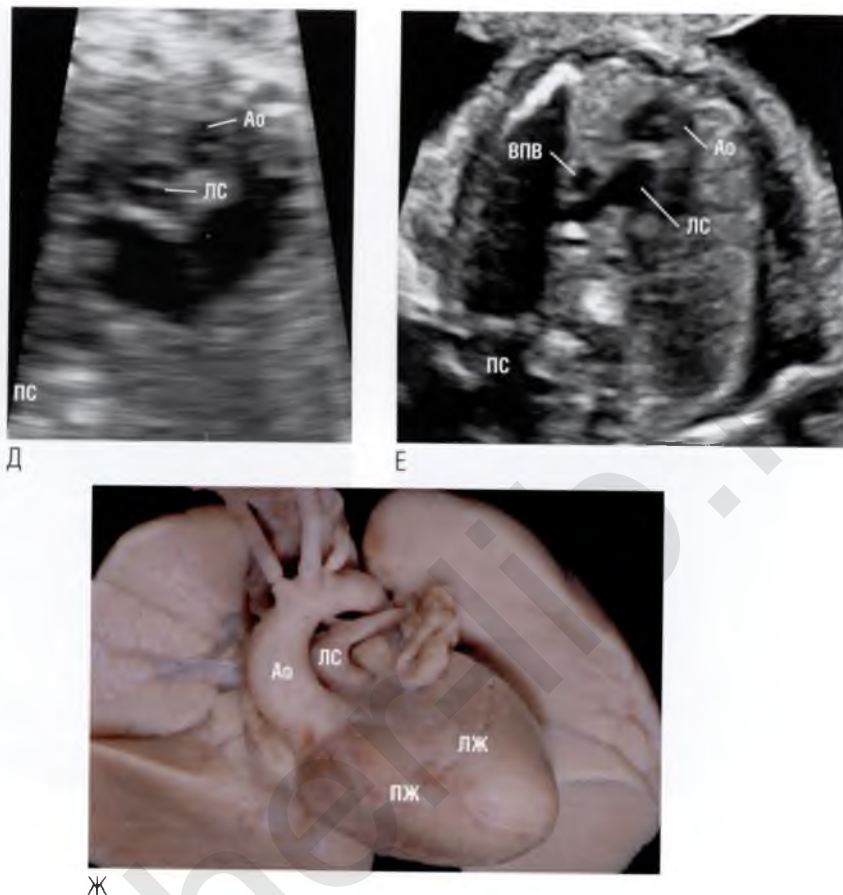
окончание (Д) Магистральные сосуды визуализируются выше четырехкамерной позиции на уровне среза через три сосуда. Однако здесь видны две структуры округлой формы. Это фиброзные кольца клапанов магистральных сосудов, расположенные в одной плоскости. Данная картина не является обычной (сравните с рис. 3.2, 3.4) по расположению аорты (магистрального сосуда, который исследователь видит первым в поперечном сечении) и легочного ствола (магистрального сосуда, который вместе с артериальным протоком визуализируется несколько выше аорты в сечении по ее длинной оси). Исследуя эти два магистральных сосуда сверху, обнаружили, что сосуд, расположенный спереди и отходящий от правого желудочка, формирует дугу, а сосуд, отходящий кзади, берет начало от левого желудочка и рано делится на ветви. Следовательно, фиброзное кольцо, которое расположено спереди, принадлежит аортальному клапану, а расположенное кзади — клапану легочной артерии. Таким образом, это транспозиция магистральных сосудов. Хорошо видны характерные для транспозиции взаимоотношения магистральных сосудов: аорта расположена спереди и справа от легочного ствола. (Е) Эхокардиограмма плода с транспозицией магистральных сосудов, но в более краниальной плоскости. Отмечается раннее ветвление магистрального сосуда, расположенного в центре грудной клетки. Следовательно, это легочный ствол. Фиброзное кольцо аортального клапана локализуется спереди от легочного ствола. Обратите внимание на отличия данного среза от среза через три сосуда в норме. (Ж) На анатомическом препарате сердца видно типичное расположение сосудов при транспозиции магистральных сосудов. Оба магистральных сосуда идут параллельно друг другу, причем аорта лежит правее, спереди и несколько краниальнее легочного ствола. Аорта отходит от правого желудочка, а легочный ствол — от левого желудочка. Сравните эту патологию с нормальным расположением магистральных сосудов на (3) рис.3.2. ВПВ — верхняя полая вена; ПС — позвоночный столб.
